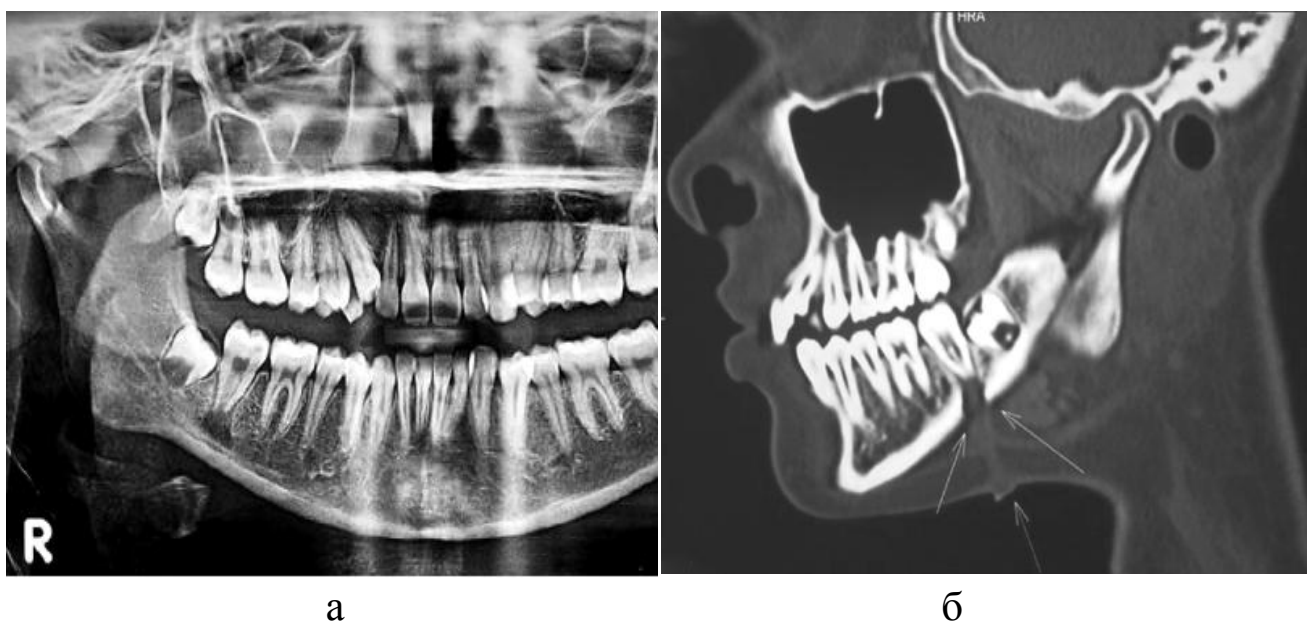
Верифицированный туберкулез нижней челюсти (альвеолярная форма). На ортопантограмме (а) визуализируется остеолитическое поражение вокруг правого постоянного второго моляра; на МРТ костей черепа (б) в сагиттальной плоскости определяется костный дефект нижней челюсти (стрелка) [10]
